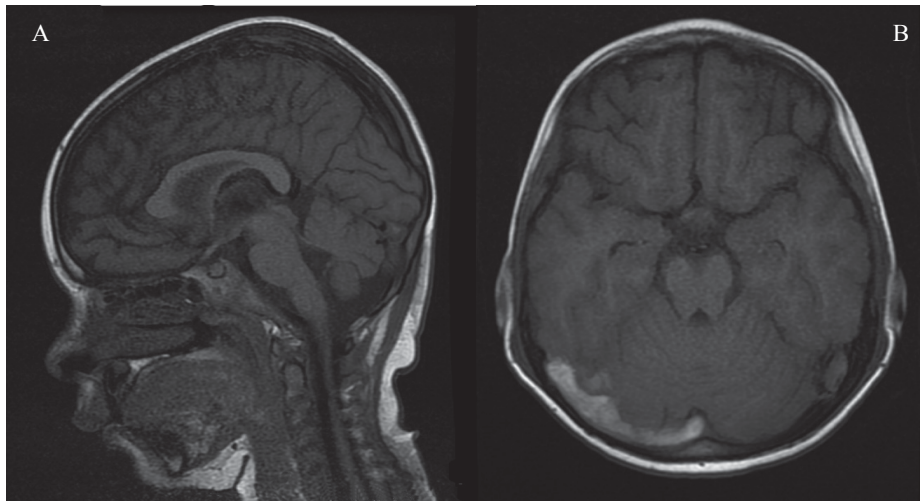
Resonancia magnética nuclear cerebral simple. A) Proyección sagital T1, se evidencia presencia de lesión isointensa trombotica a nivel de la confluencia de los senos. B) axial T1, se evidencia presencia de hiperintensidad a nivel del seno venoso transverso derecho.
